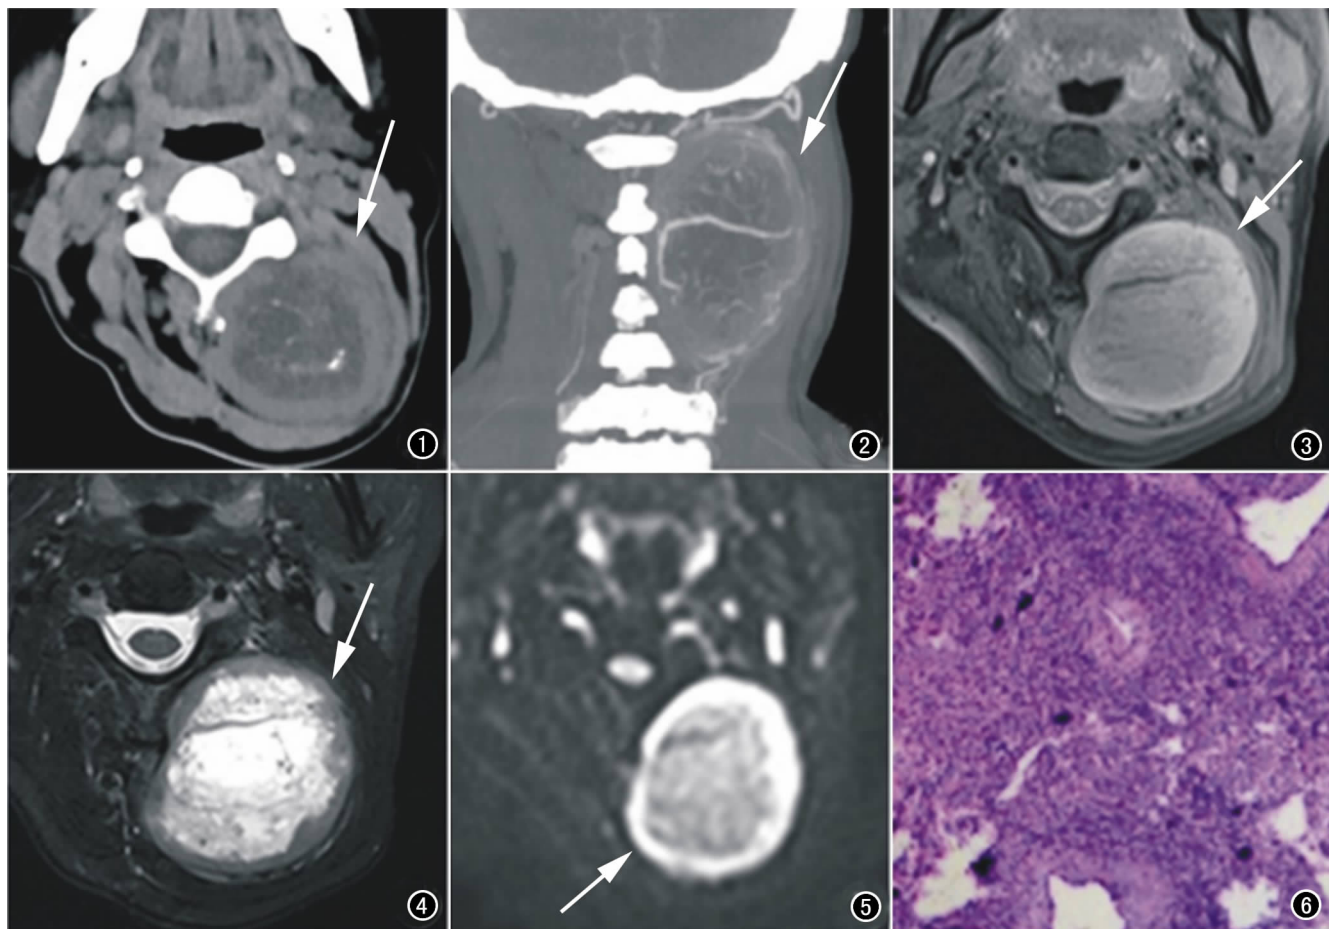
CT平扫示颈椎旁间隙左后部类球形肿块、密度不均、内见更低密度及斑点、条索状钙化。
